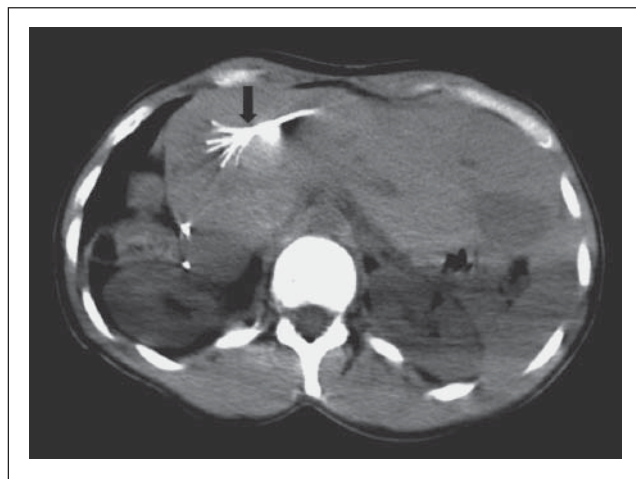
Axiale CT-Schicht ohne KM. CT-gezielte Platzierung einer Schirmelektrode im expandierten Zustand (Pfeil).
